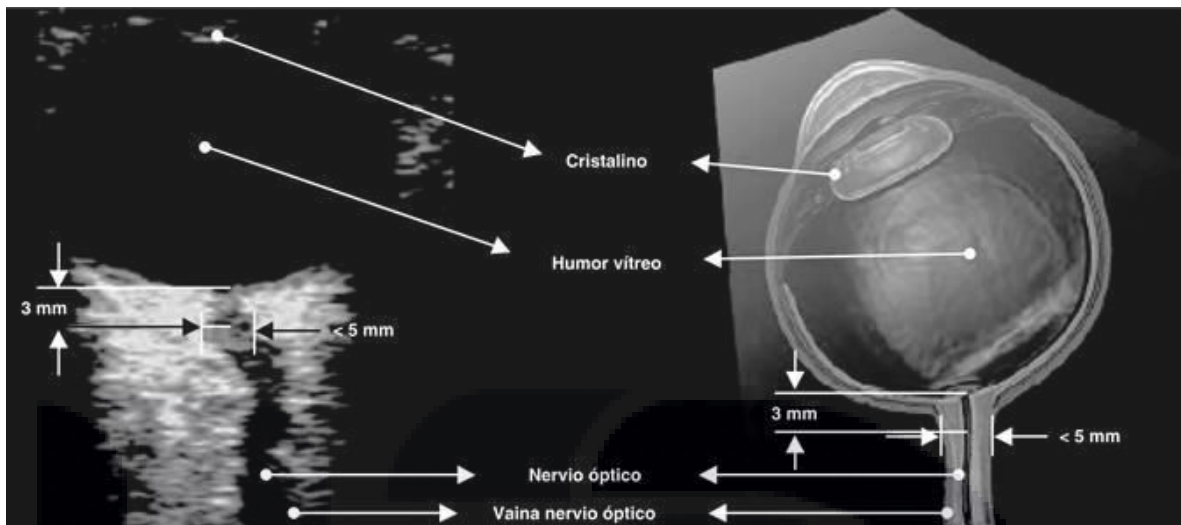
Medición del diámetro de vaina de nervio óptico mediante ultrasonografía
